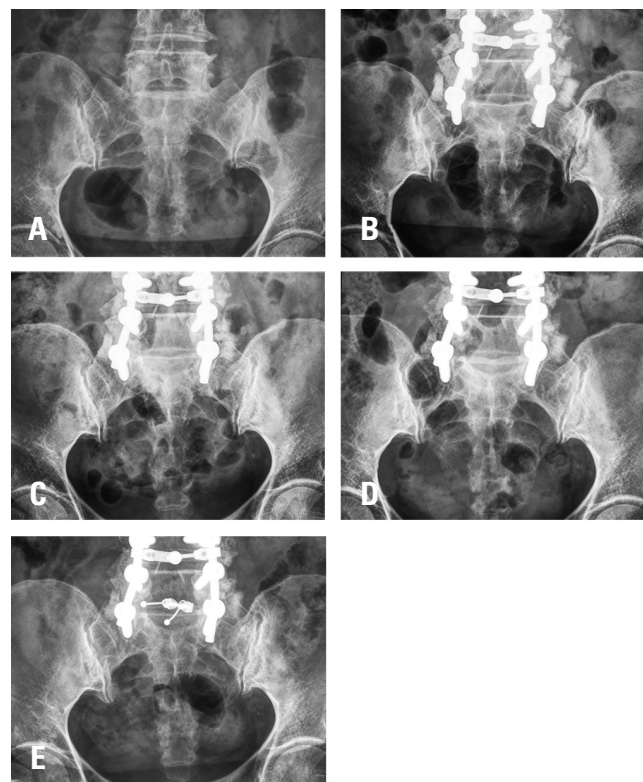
A 69-year-old female patient who underwent L3-S1 posterolateral fusion. Sequential radiographs (A) preoperative, (B) postoperative 6 months, (C) postoperative 1 year, (D) Postoperative 3 years, (E) Postoperative 5 years) show the development of subchondral sclerosis and osteophytes of the sacroiliac joints.
